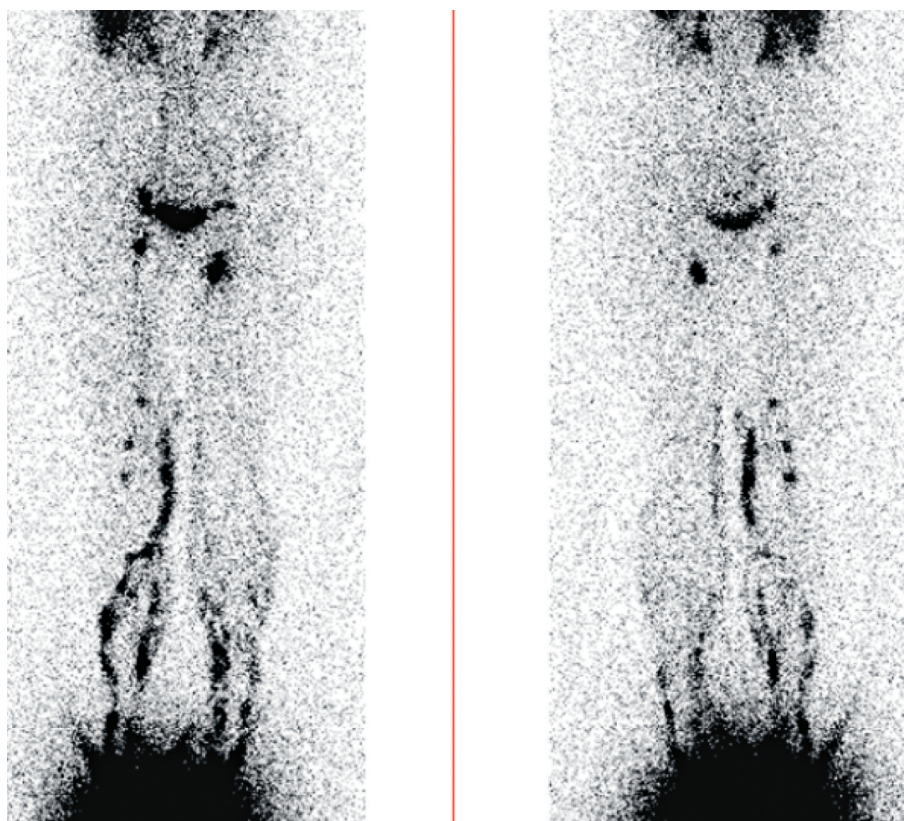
Статическая лимфосцинтиграфия, ранняя фаза
